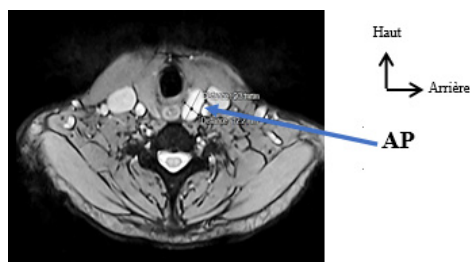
IRM cervicale en séquence axiale T2 montrant un AP inférieur gauche.
